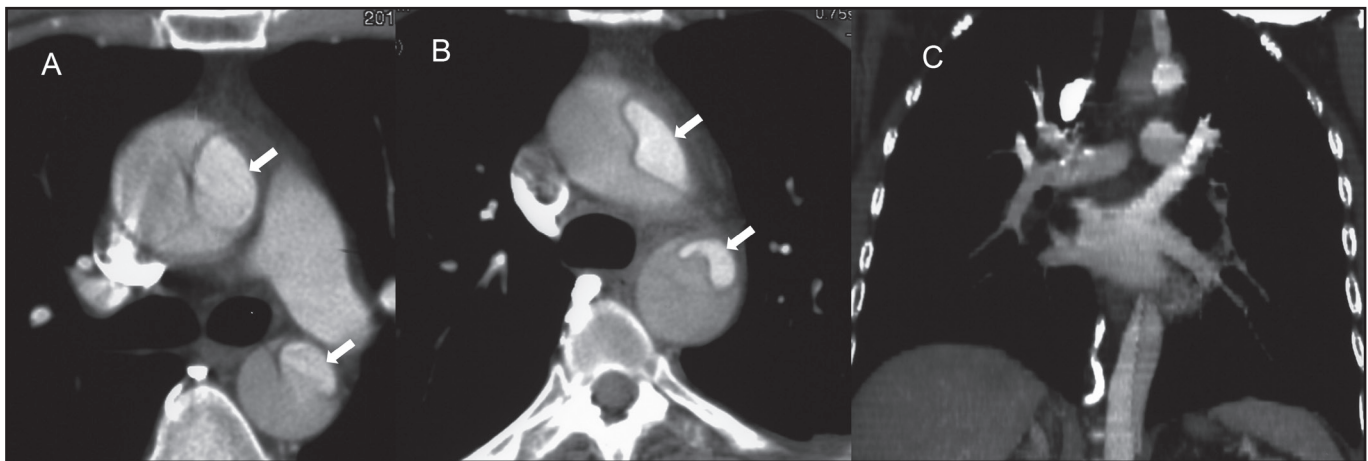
Thoracic Angio-CT.
